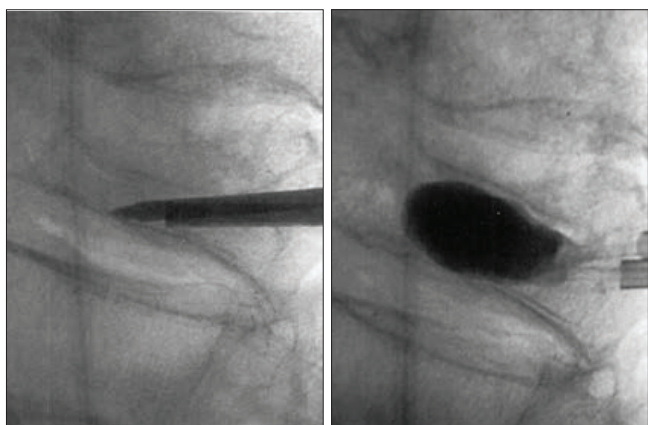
Фотоотпечаток с рентгенограмм ЭОП, пункционная кифопластика
